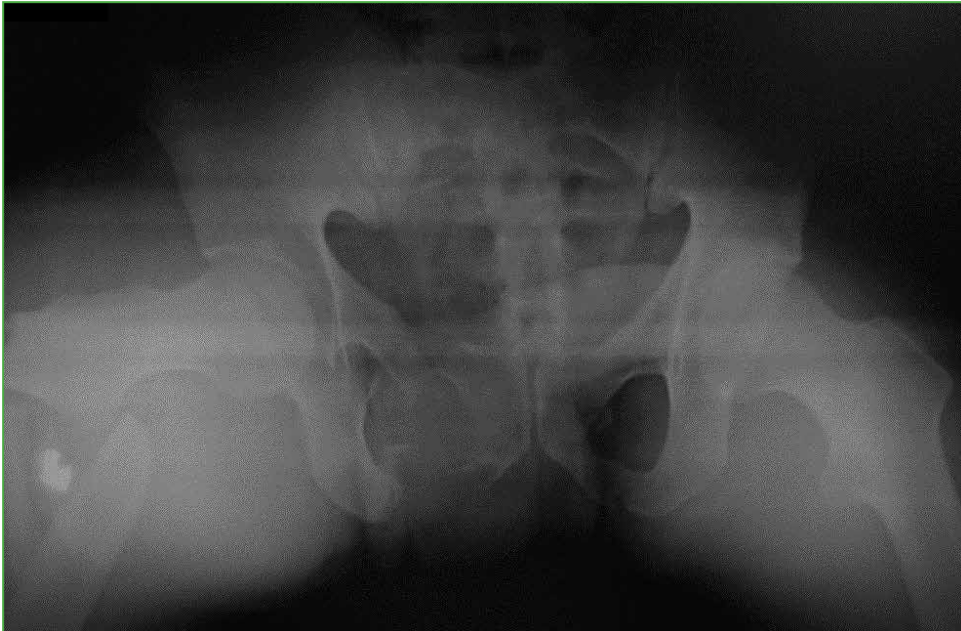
Radiografía de pelvis, de frente. Se observa una fractura de pelvis asociada a una fractura de fémur homolateral (cadera flotante).
